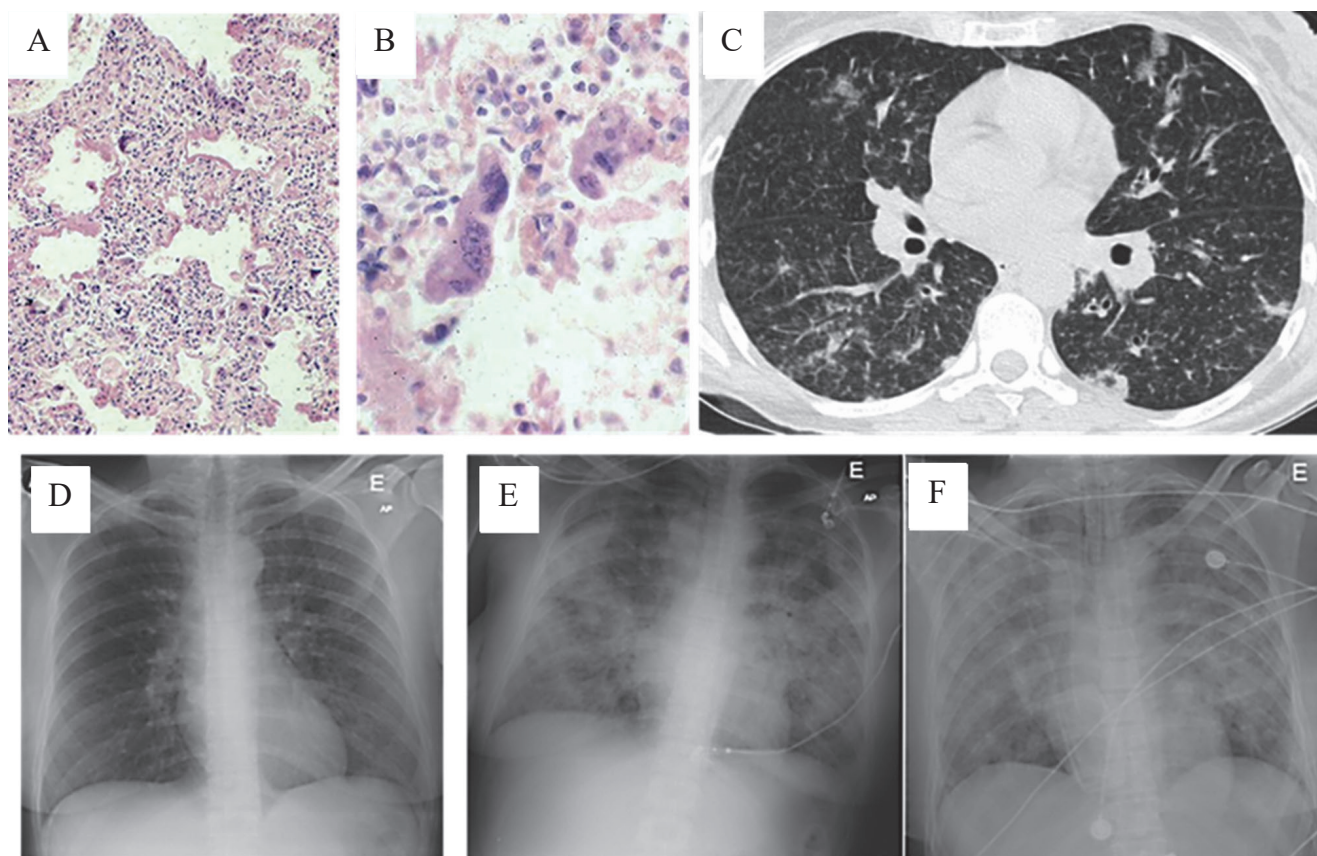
Пневмонія при кору [7, 43]. А: дифузне альвеолярне пошкодження (DAD) з утворенням гіалінових мембран; В: багатоядерні гігантські клітини; С: КТ, перший день після висипання, мультифокальні розсіяні осередки GGO, потовщення перегородок (симптом «бруківки»), мікрочулики; D-F: рентгенограми ОГК, - прогресія інтерстиціальної пневмонії (перший день після висипання (D), 3 день після висипання (E,F) з інтервалом 9 годин).
